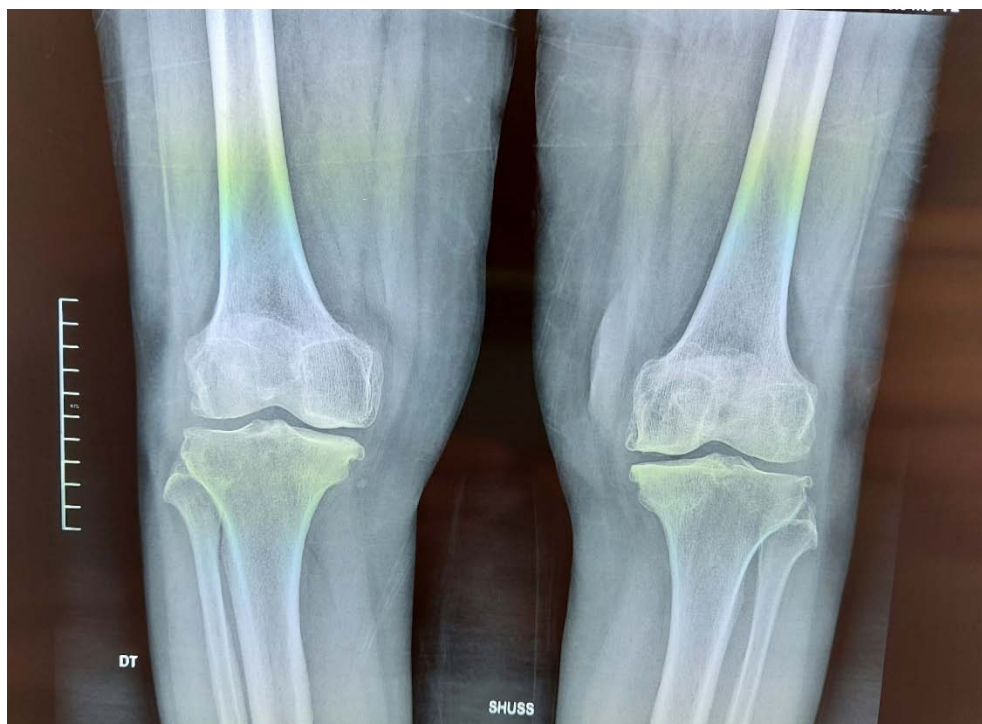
Gonarthrose bicompartimentale stade 3 sur une radiographie en incidence de Schuss des deux genoux.
